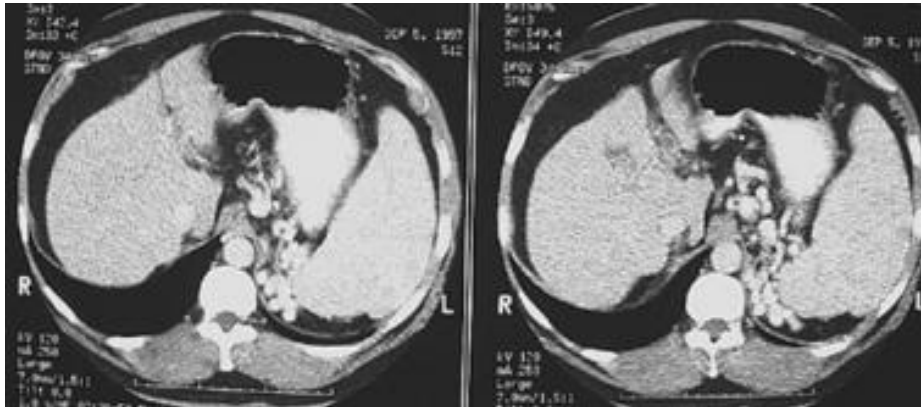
Vizualizimi i variçeve ezofageale në CT.
